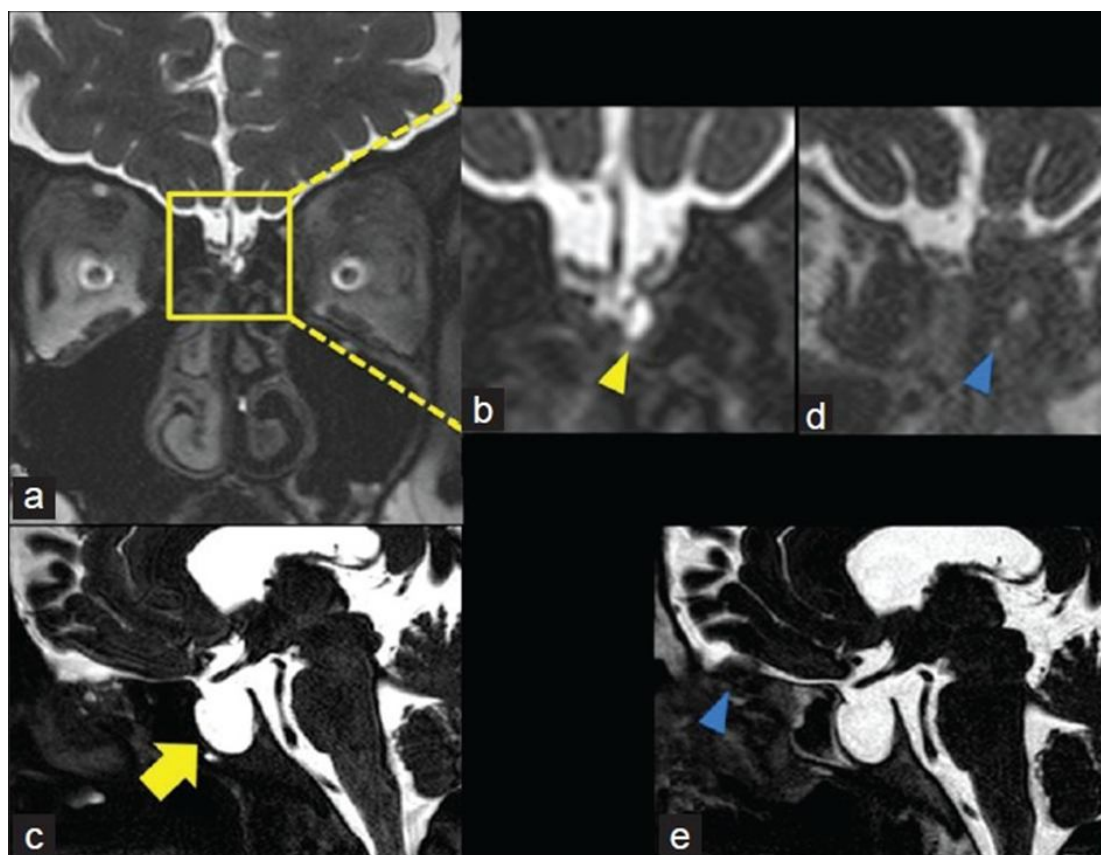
Cisterno-IRM en coupes sagittale et frontale révélant une fuite extracrânienne du LCS sous forme d'une petite pochette en saillie dans la fente olfactive gauche (a, b). Hernie arachnoïde est indiquée par souples brins isointenses de tissu mêlé avec une intensité de signal probablement à travers le défaut osteodural (b, flèche). Notez que la selle vide (c, flèche). Cisterno-IRM prise une semaine après la chirurgie révèle la diminution de l'hernie arachnoïdienne plus la présence d'une masse solide (graisse abdominale) (d, e, flèche bleue).
